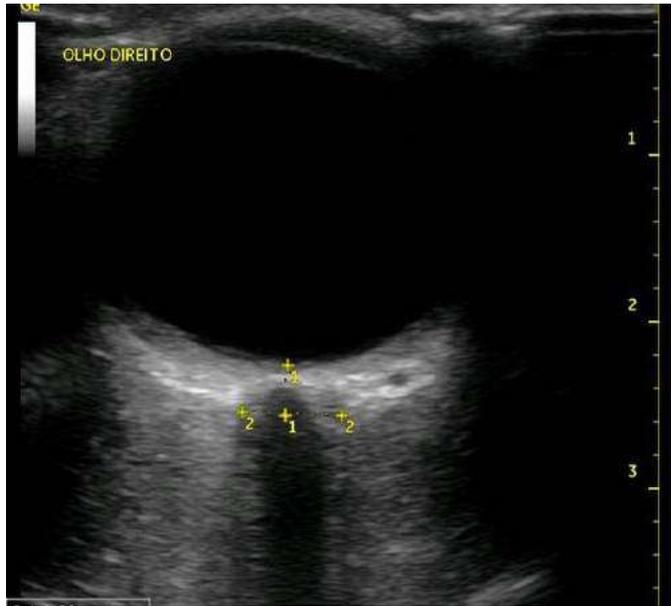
Ultrassonografia ocular 2D para medida do diâmetro da bainha do nervo óptico: distância 2-2, medida perpendicularmente ao eixo do nervo óptico, cerca de 3 mm (distância 1-1) posterior ao globo ocular.
